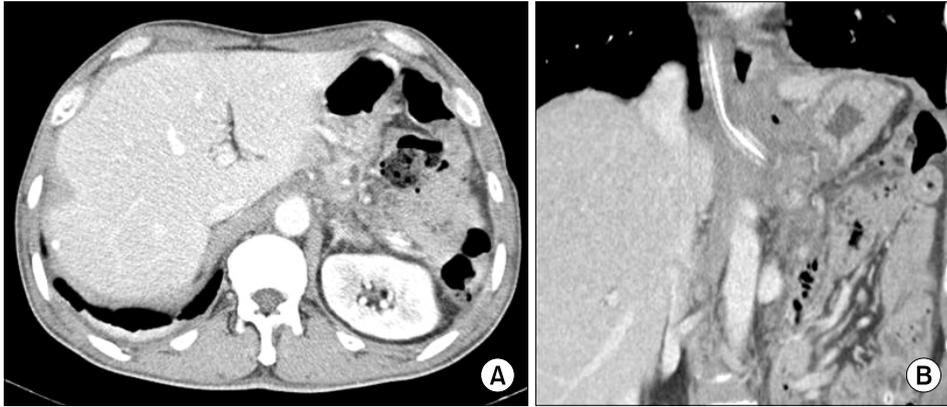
Postoperative abdomen CT performed 13 days post distal pancreatectomy with splenectomy, external drainage showed the resolution of pseudocyst.
